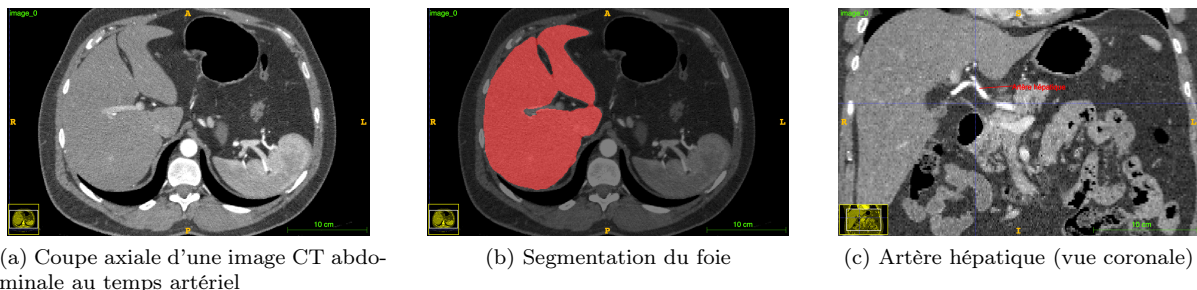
Image TDM de l'abdomen (temps artériel)
